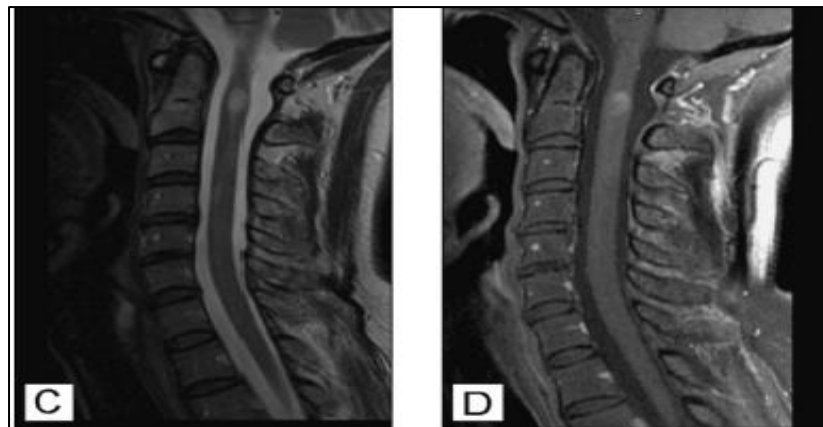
IRM médullaire en séquence pondérée T2 (C) et T1 gadolinium (D)
